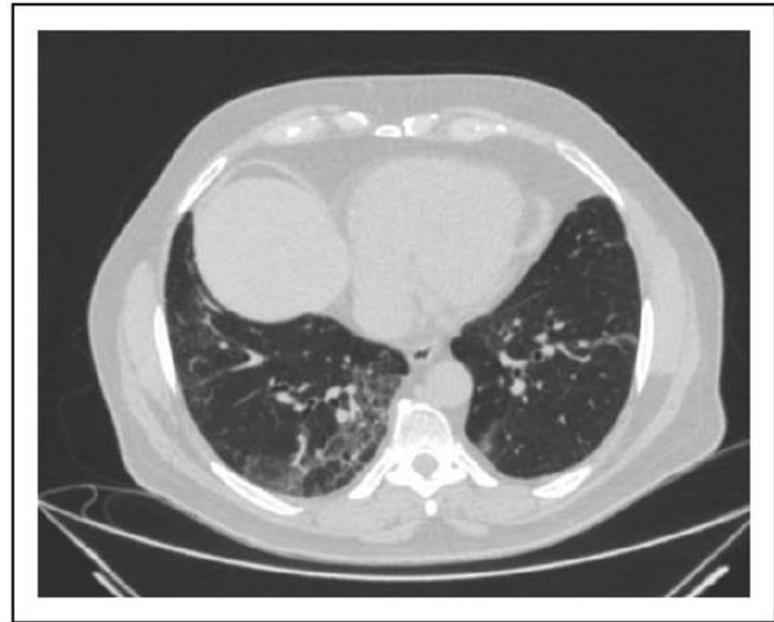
Reticular thickening, bronchiectasis, and ground-gloss opacity. CT of the chest showing inter-intralobular reticular thickening in the right lobe with concomitant thickened wall bronchiectasis bilaterally. Right lower lobe shows GGO-type parenchyma opacity in submantellar location. CT, computed tomography; GGO, ground-gloss opacity.
